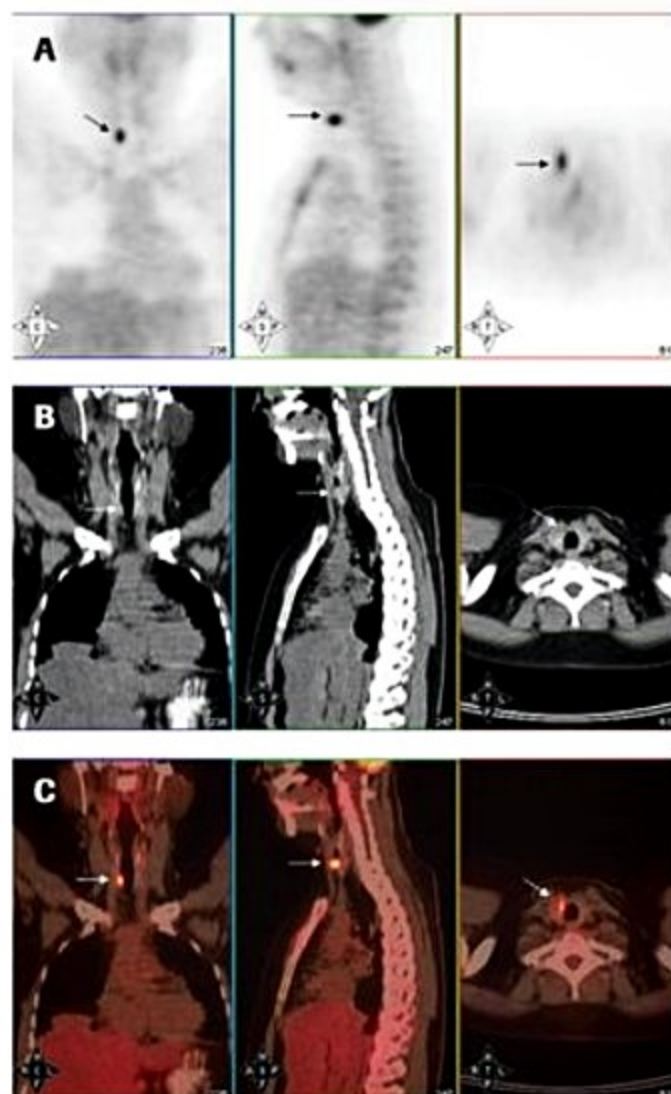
Carcinoma papilífero de tireoide. (A) Cintilografia com nódulo hipercaptante no lobo direito (setas). (B) Tomografia computadorizada com imagem de nódulo hipotenuante no lobo direito (setas). (C) PET CT com nódulo hipercaptante (setas).
